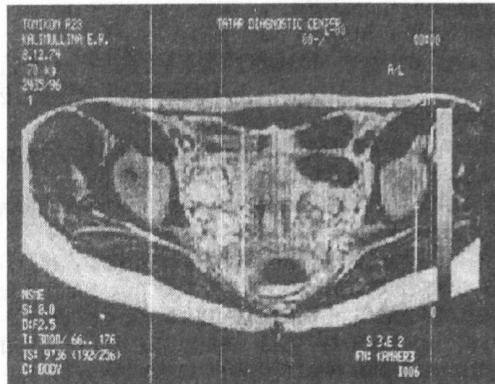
МР-томограмма больной К.Е. Поликистоз яичников. Аксиальное Т₂-ВИ.
